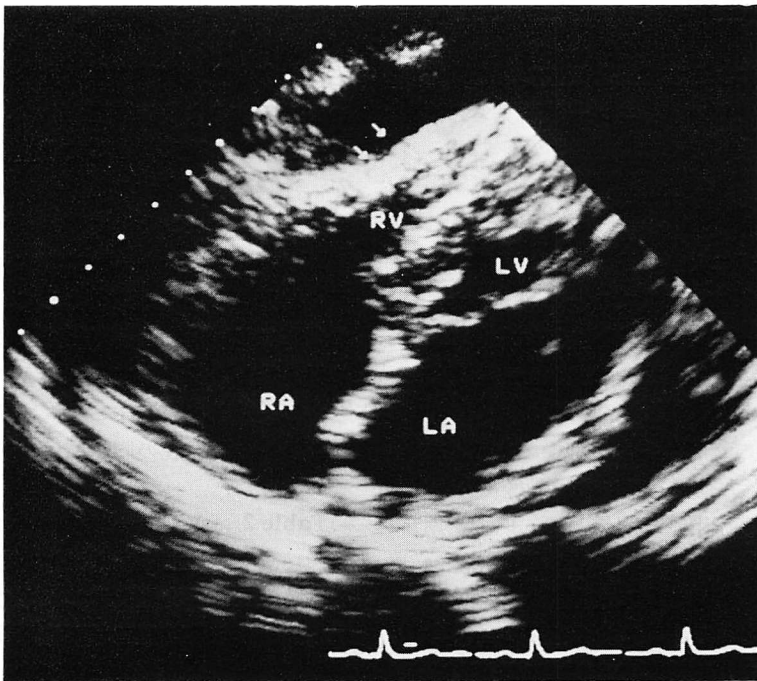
An apical four-chamber view of a patient with cardiac tamponade.
